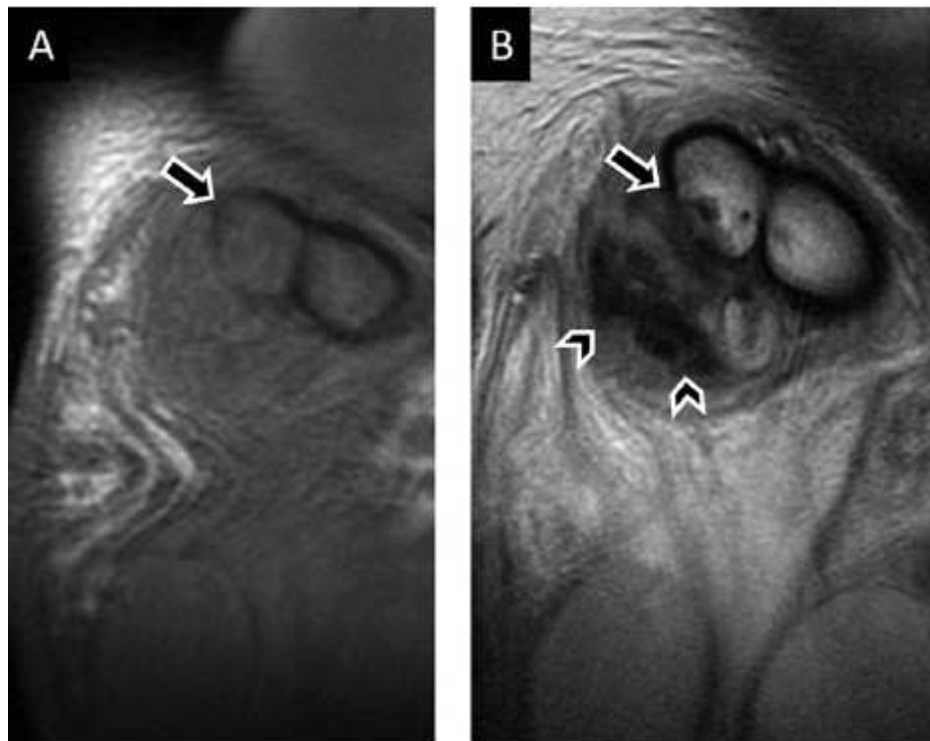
Fractura del cuerpo cavernoso posterolateral derecho: imágenes coronales secuencias T1 (A) y coronales T2 (B). Se observa disrupción focal de la túnica albugínea, que normalmente es hipointensa en T1 y T2 (A y B, flechas). Se identifica además un hematoma adyacente (B, puntas de flecha). Adaptado de Tu LH, Spektor M, Ferrante M, Mathur M. MRI of the Penis: Indications, Anatomy, and Pathology. Curr Probl Diagn Radiol. 2020.
